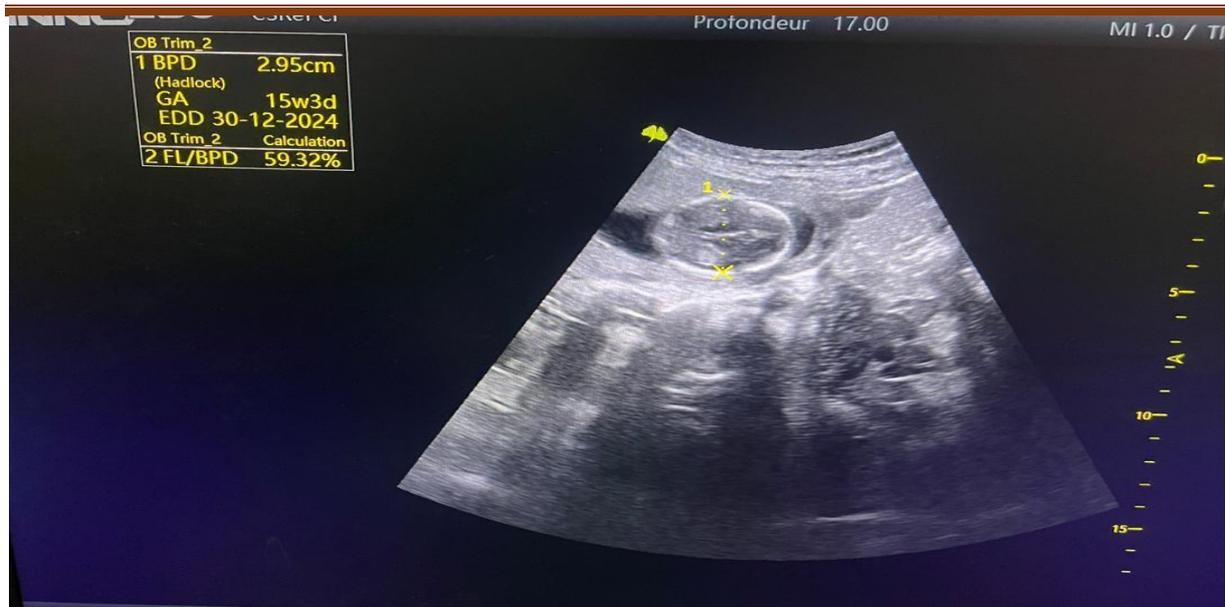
image échographique du BIP d'un embryon de 15SA+3jours.
